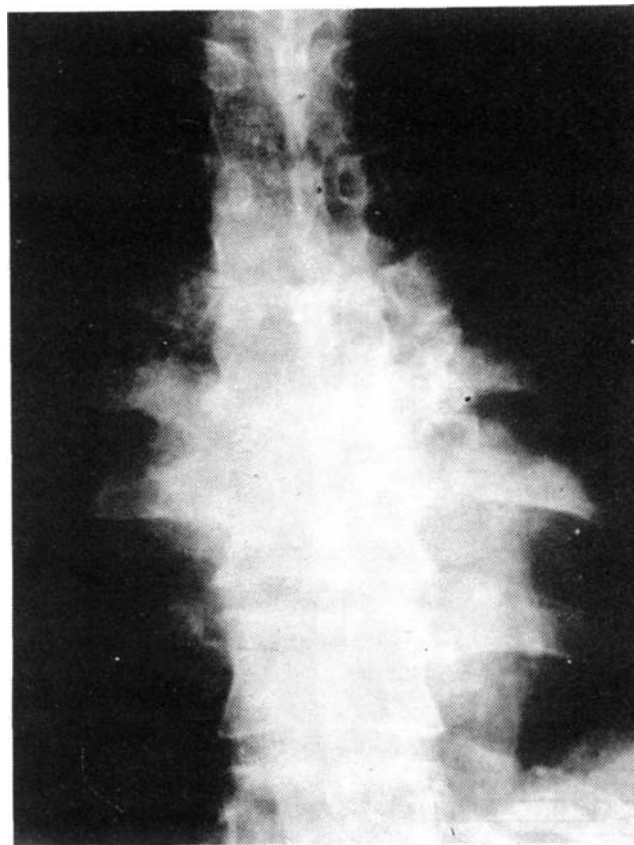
Gran absceso paravertebral globular. La afectación vertebral no se aprecia en esta radiografía.
